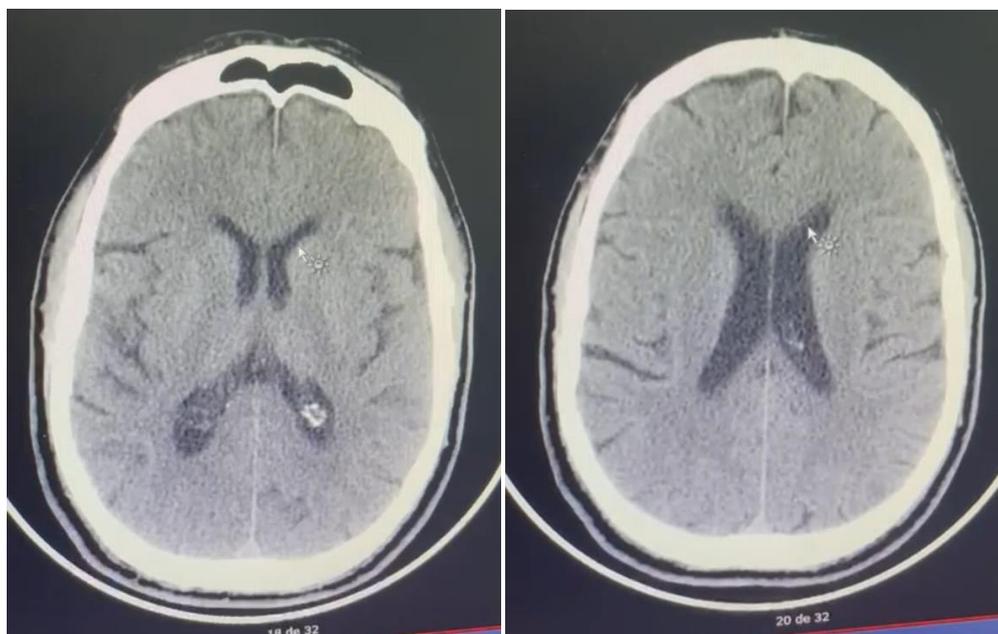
Tomografía de cráneo simple (cortes 18 y 20) realizada al ingreso del paciente, antes de la intervención con trombolítico. No se observan cambios en la densidad debido al tiempo de evolución menos a 2 hs al ingreso al servicio de Urgencias de Clínica Médica.
